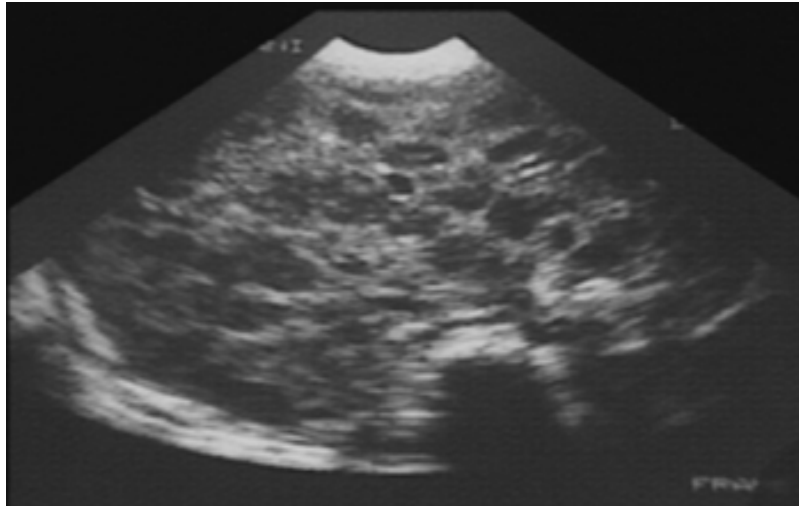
échographie coupe transversale hépatique : Multiples images arrondies, hyperéchogènes, disséminées dans l'ensemble du parenchyme hépatique (15)
